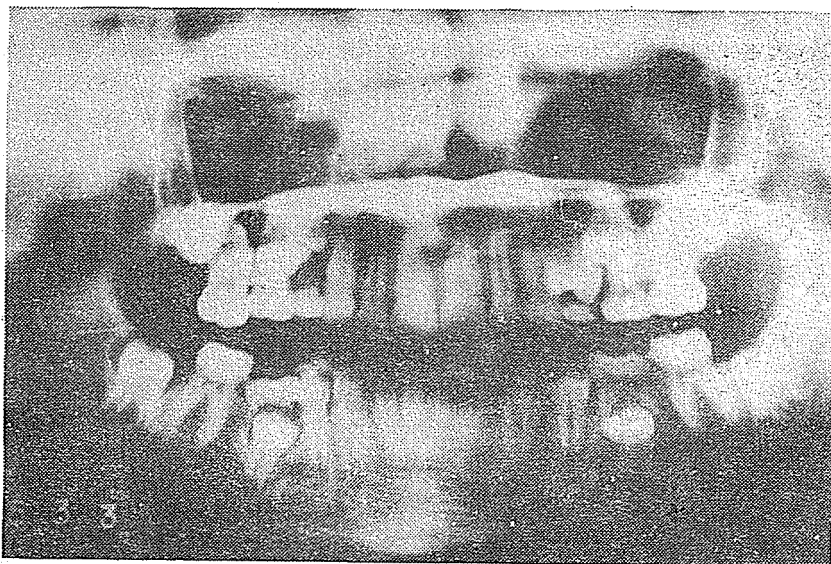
Ortopantomografía: Erupción retardada, Formaciones cementiformes. Elementos dentarios en malposición.
